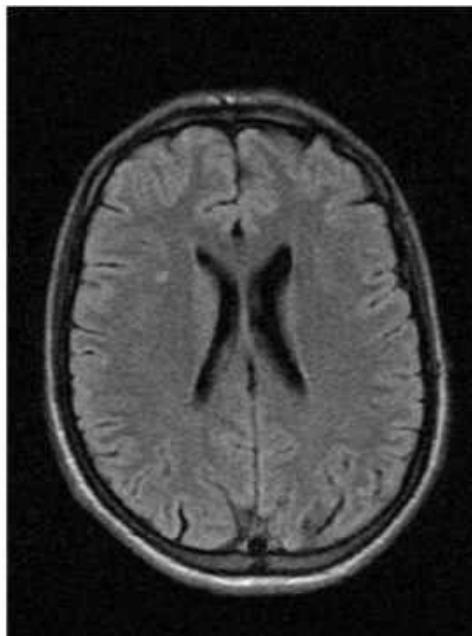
Клінічне спостереження №41. Пацієнтка Д-ва (амбулаторна карта №1325451). МРТ головного мозку. Послідовність TIRM (Siemens) з пригніченням МР-сигналу від вільної рідини (аксіальна проекція).
